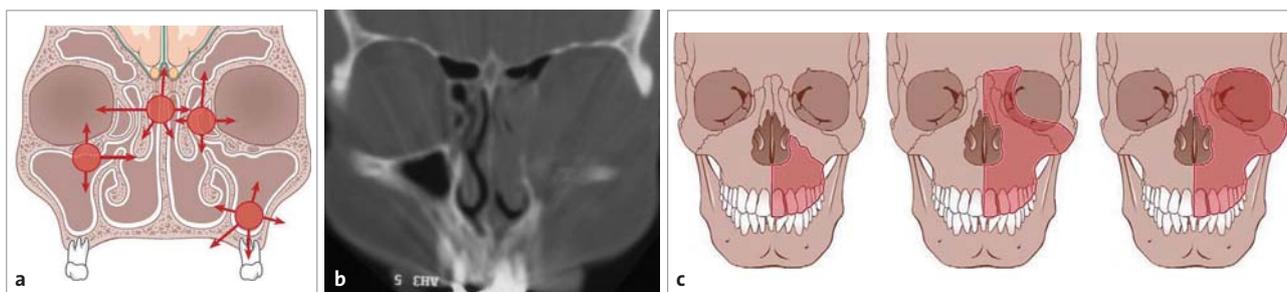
a) Häufigste Lokalisationen von Malignomen der Nasennebenhöhlen. b) CT eines Kieferhöhlenkarzinoms mit Einbruch in die Orbita und das Siebbein. c) Resektionsgrenzen bei Oberkiefermalignomen (nach Behrbohm, Kaschke, Nawka, HNO-Kurzlehrbuch, Thieme 2009).
